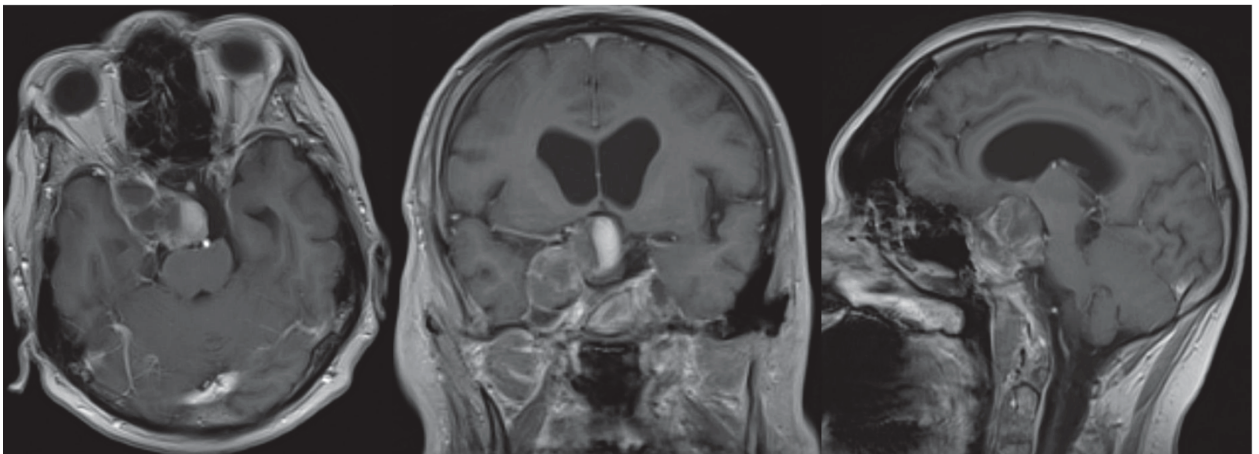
МРТ головного мозга через год после второй операции.
